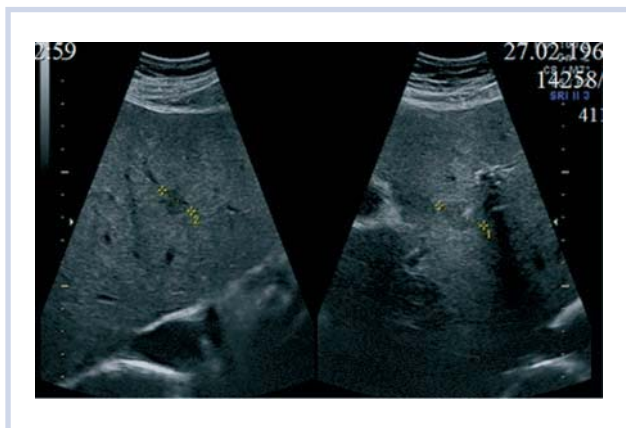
УЗИ: вторичные очаги в сегментах печени.
